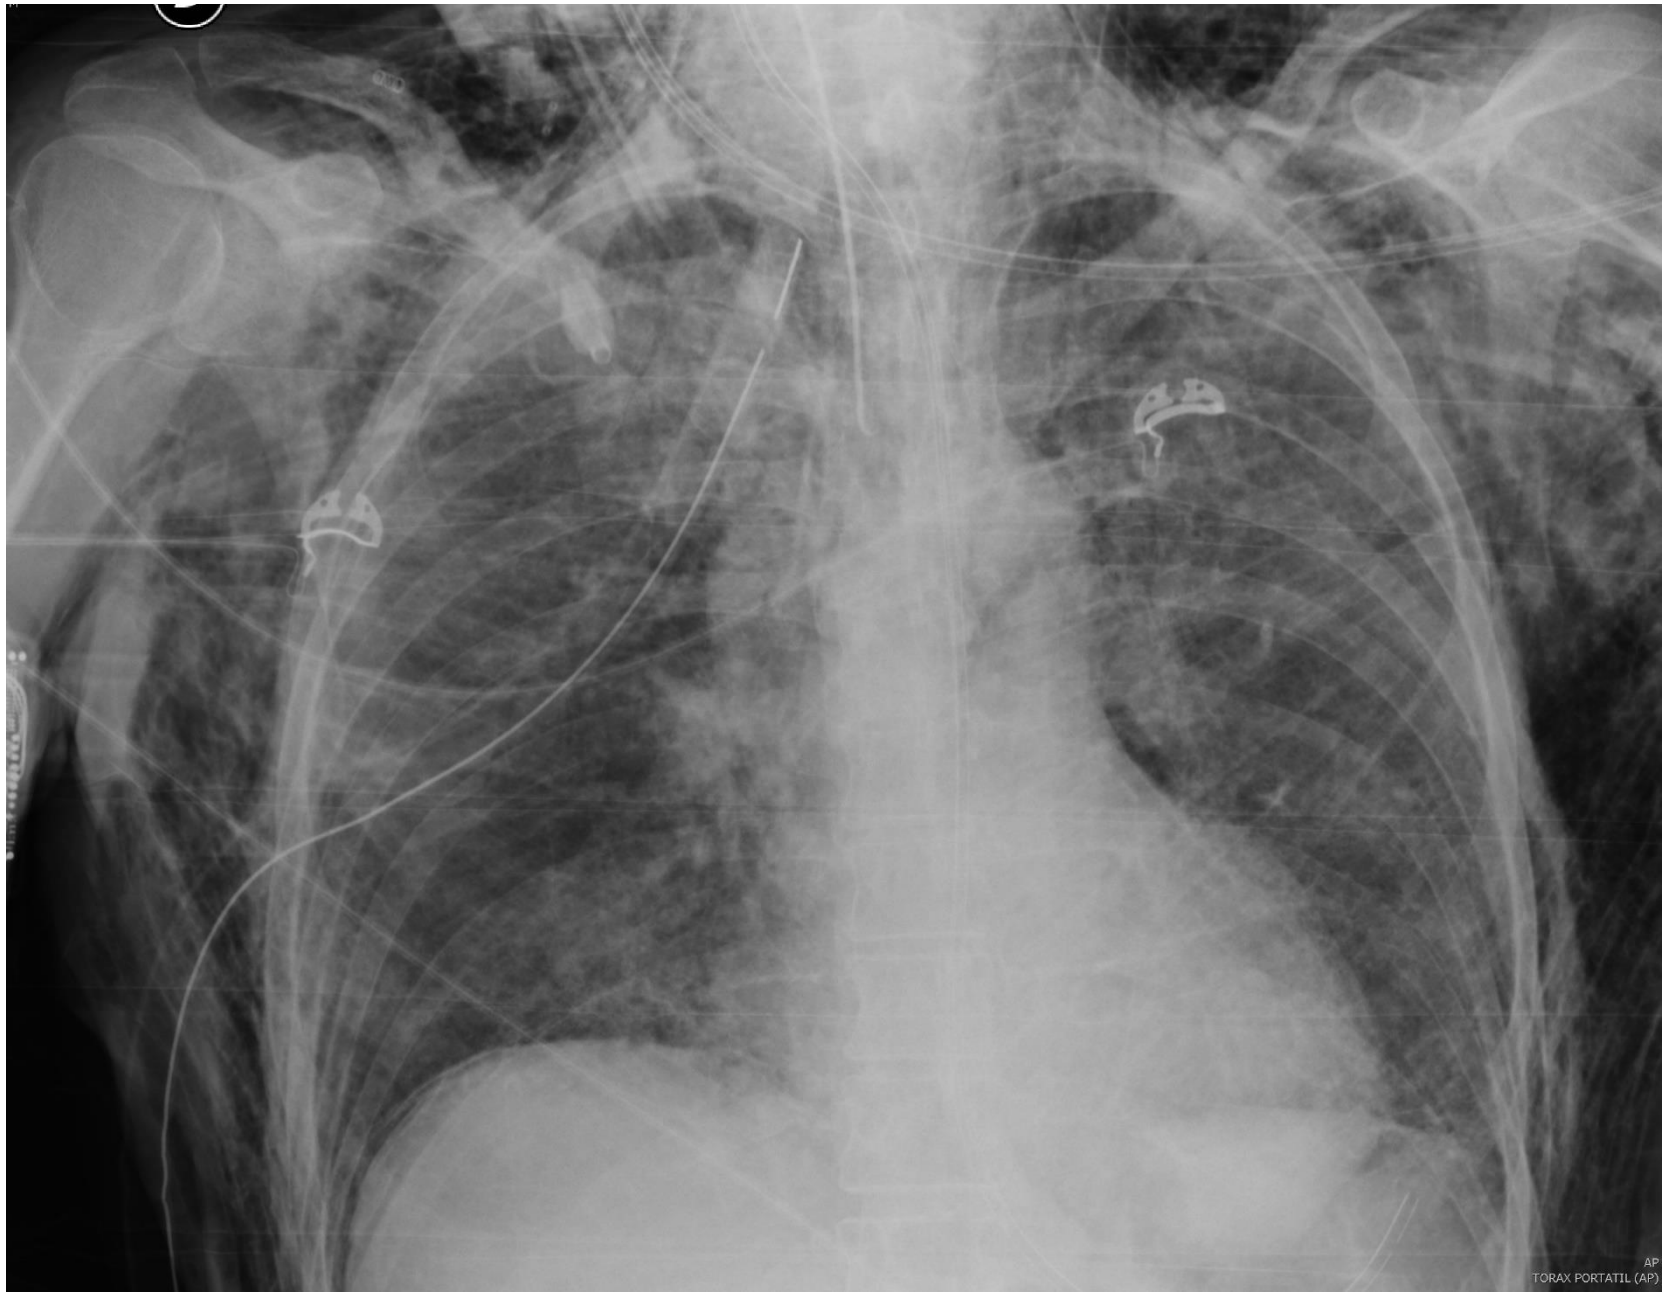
Radiografía simple de tórax donde se visualiza un discreto aumento de densidad, con patrón en vidrio esmerilado, bilateral y de predominio parahiliar.
